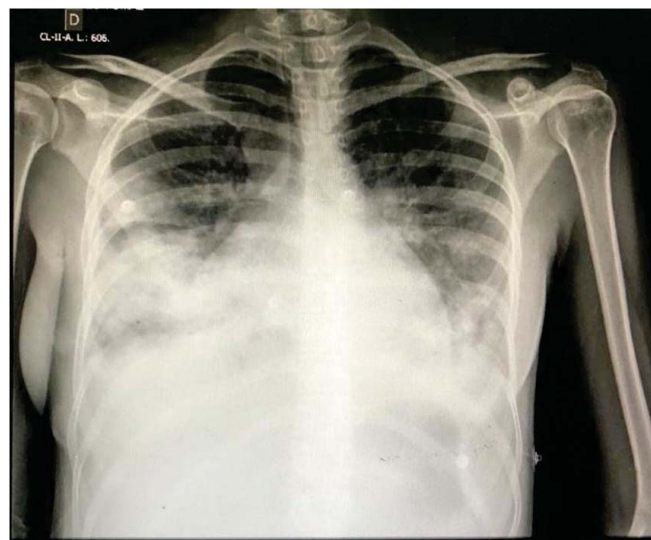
Radiografia de tórax em incidência ântero-posterior, mostrando o infiltrado bilateral, mais proeminente em terços médio e inferior do hemitórax direito.
